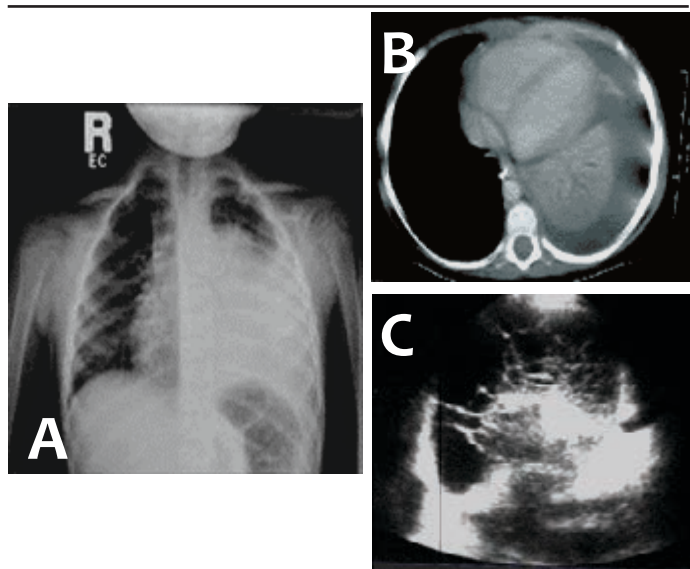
A: Radiografía de tórax de paciente con empiema en hemitórax izquierdo. B: Tomografía axial de tórax donde se observa el lóbulo afectado por el empiema. C: Ecografía de pleura con empiema, y septación del contenido. Ejemplo de imagen a una columna, ocupando esquina inferior derecha.
